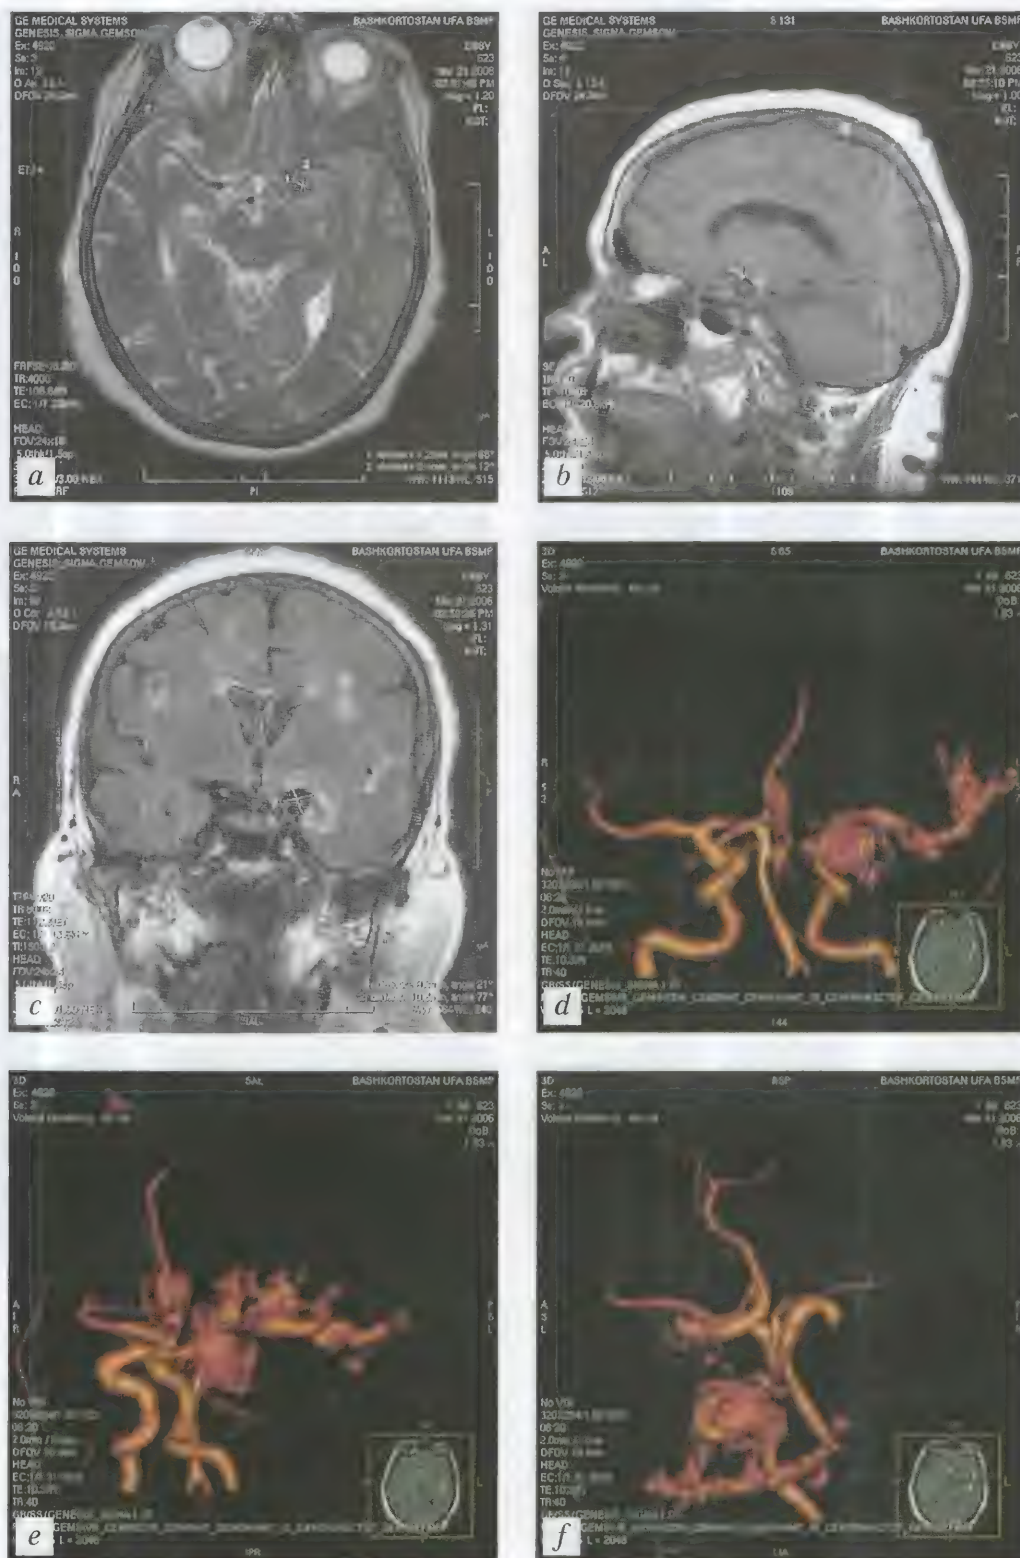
Большой Г., 68 лет. Мешотчатая аневризма левой средней мозговой артерии. МРТ: ах T2-ВИ — а; sag T1-ВИ — b; cor FLAIR — c; 3D TOF — d-f
